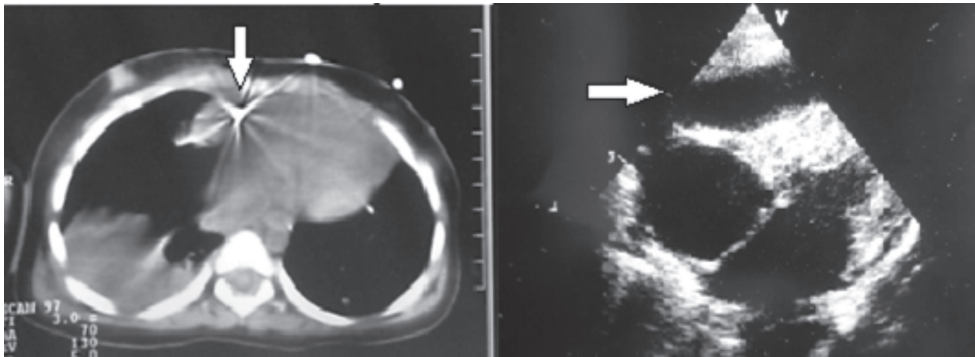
a) Tomografía axial computarizada de tórax: fragmento metálico en el mediastino. Derrame pleural derecho. b) Ecocardiograma: derrame pericárdico
